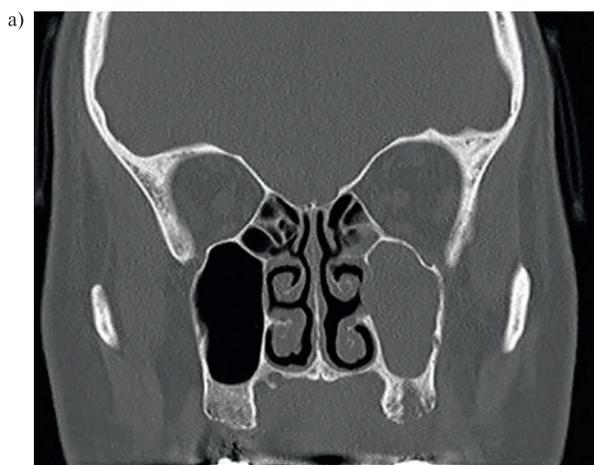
Компьютерная томография лицевого черепа
